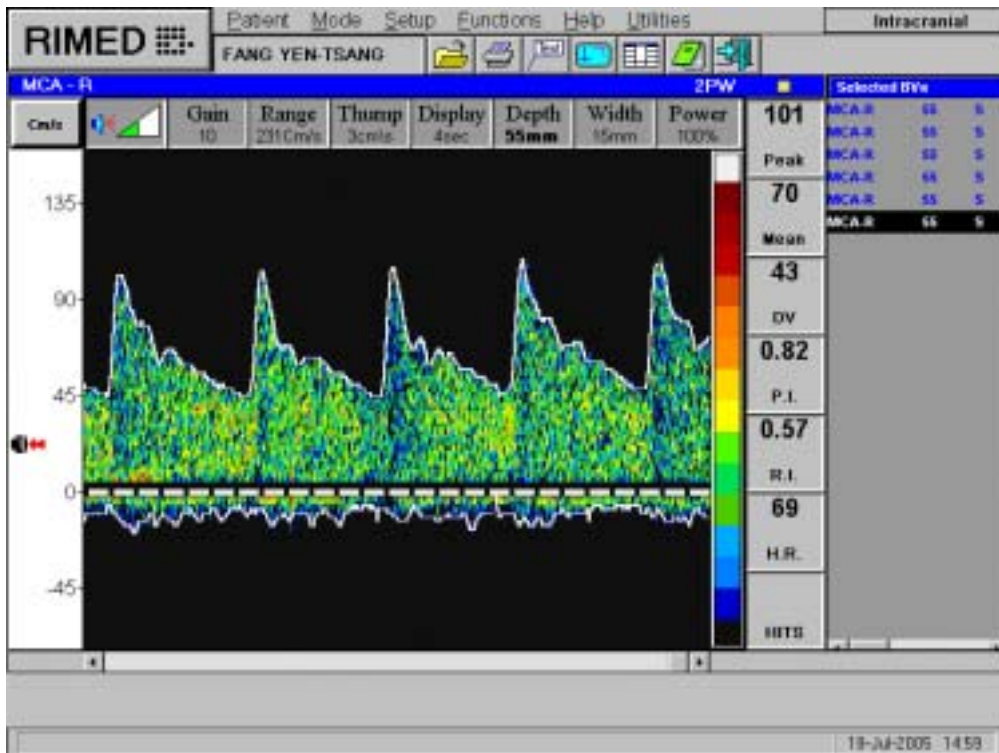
以 2 Hz 超音波探頭測中大腦動脈血流速之結果。
